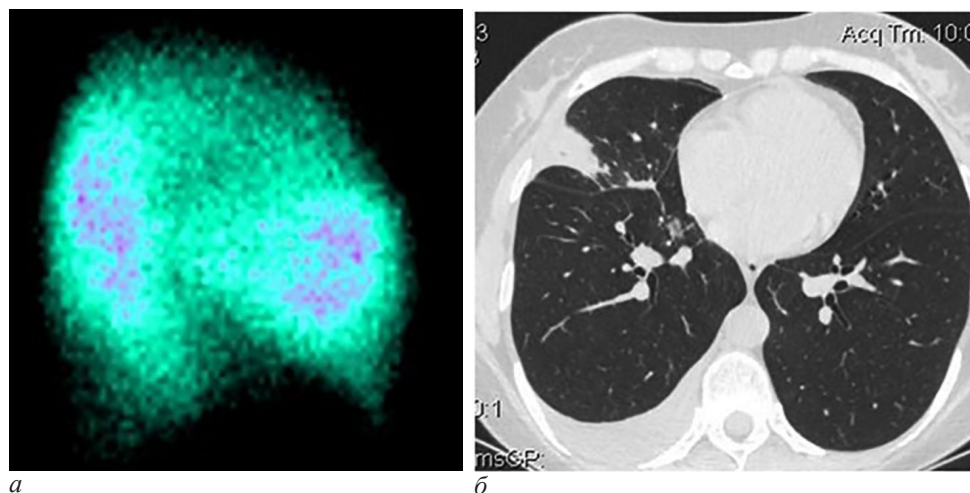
Наблюдение пациента с ТЭЛА мелких ветвей, осложненной развитием инфаркт-пневмонии. На сцинтиграмме легкого в боковой проекции определяется треугольной формы дефект перфузии (а). На компьютерной томограмме выявлен участок консолидации клиновидной формы, широким основанием прилежащий к плевре, небольшое количество жидкости в плевральной полости (б)
